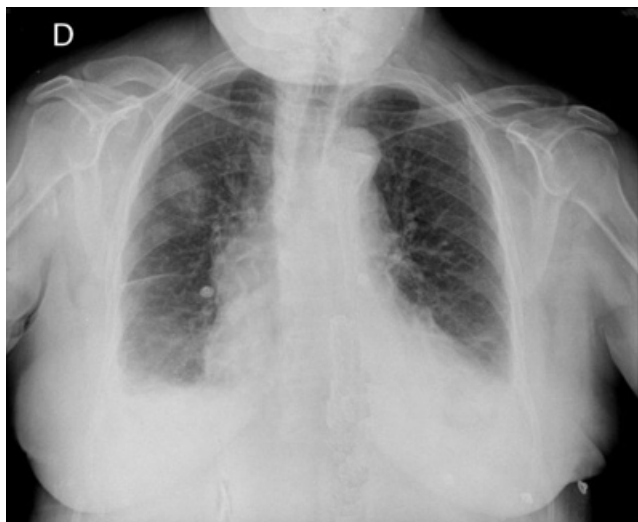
Radiografía de control previa al alta
